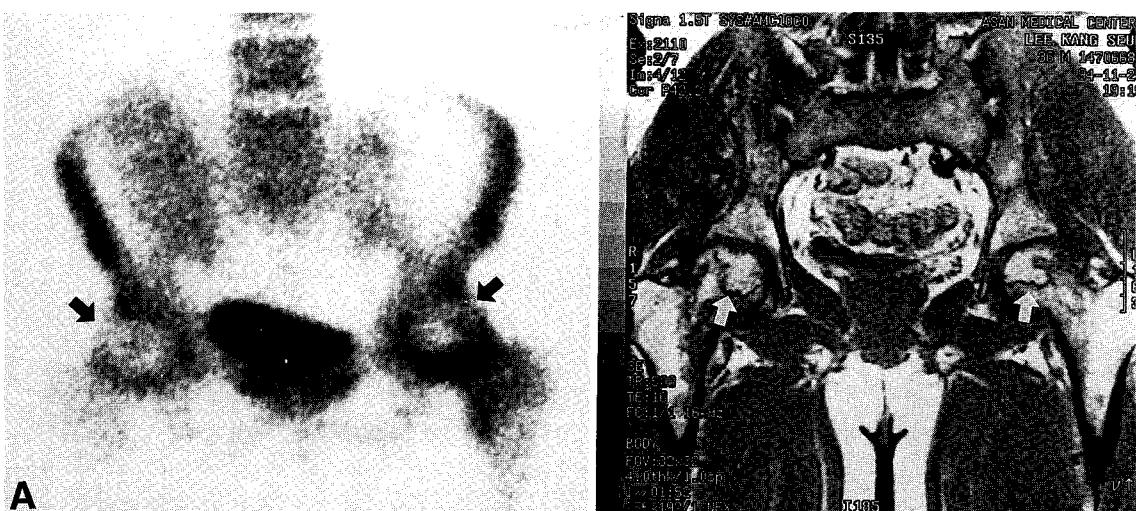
A 36-year-old man with pain in both hips, which developed 6.5months after kidey transplantation: A. There are cold defects with surrounding increased activity of both femoral heads on bone SPECT(arrows). B. T1-weighted MRI demonstrates bilateral band-like signal deficit on coronal image(arrows).
